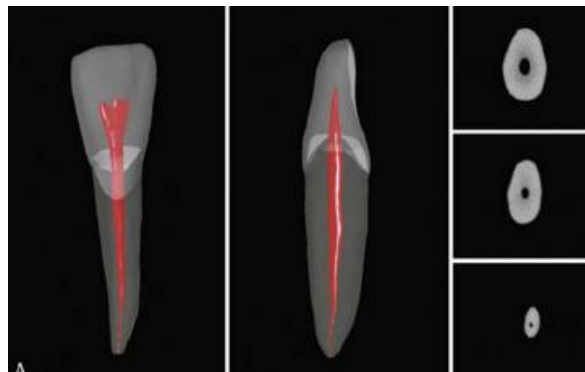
Microtomografía computarizada de incisivo central inferior, A. Anatomía común . Kenneth M., Louis H. Cohen Vías de la pulpa, 11ava edición.
